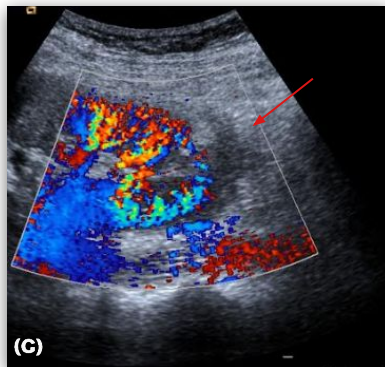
A) TC abdominal con dos trasplantes renales; junto al injerto de fosa ilíaca derecha se observa una colección líquida, sugestiva de linfocelo o urinoma. (flecha amarilla) B) Ecografía con visualización de una colección. C) Hematoma perirrenal (flecha roja) Ecografía Doppler sin evidencia de sangrado activo.
